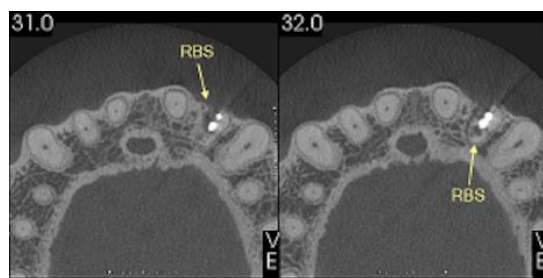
Tomografia inicial – corte axial
